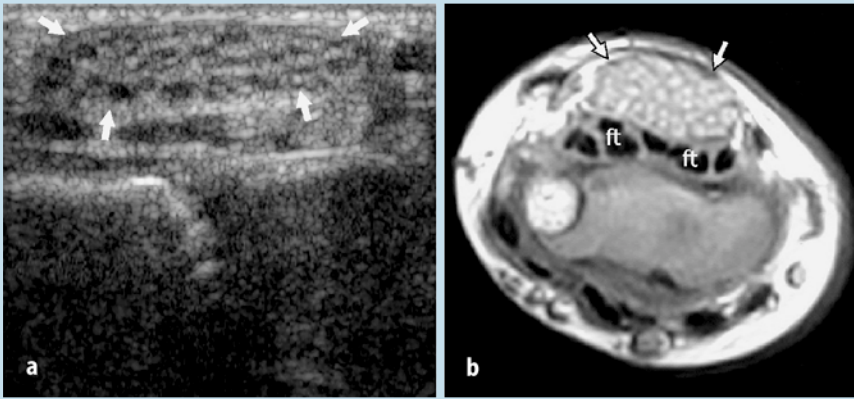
b ◀ Fibrolipomatöses Hamartom des N. medianus. a Querschnitt mit 12–5 MHz bei einem Kind mit diffuser Schwellung und Schmerzhaftigkeit der Vorderfläche des Handgelenks, verglichen mit b, einem T1w-SE-MRT: Spindelförmige Auftreibung des N. medianus (Pfeile). Die Faszikel sind echoarm aufgetrieben und von vermehrtem interfaszikulärem Fettgewebe umgeben. ft Beugesehnen
